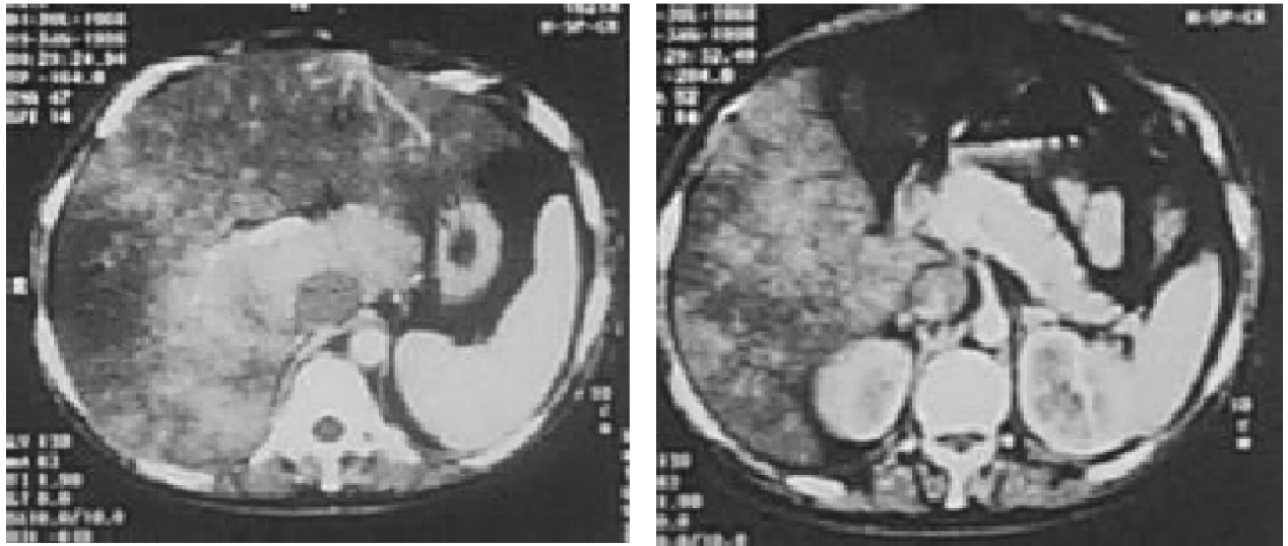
TDM coupes axiales après injection de produit de contraste
